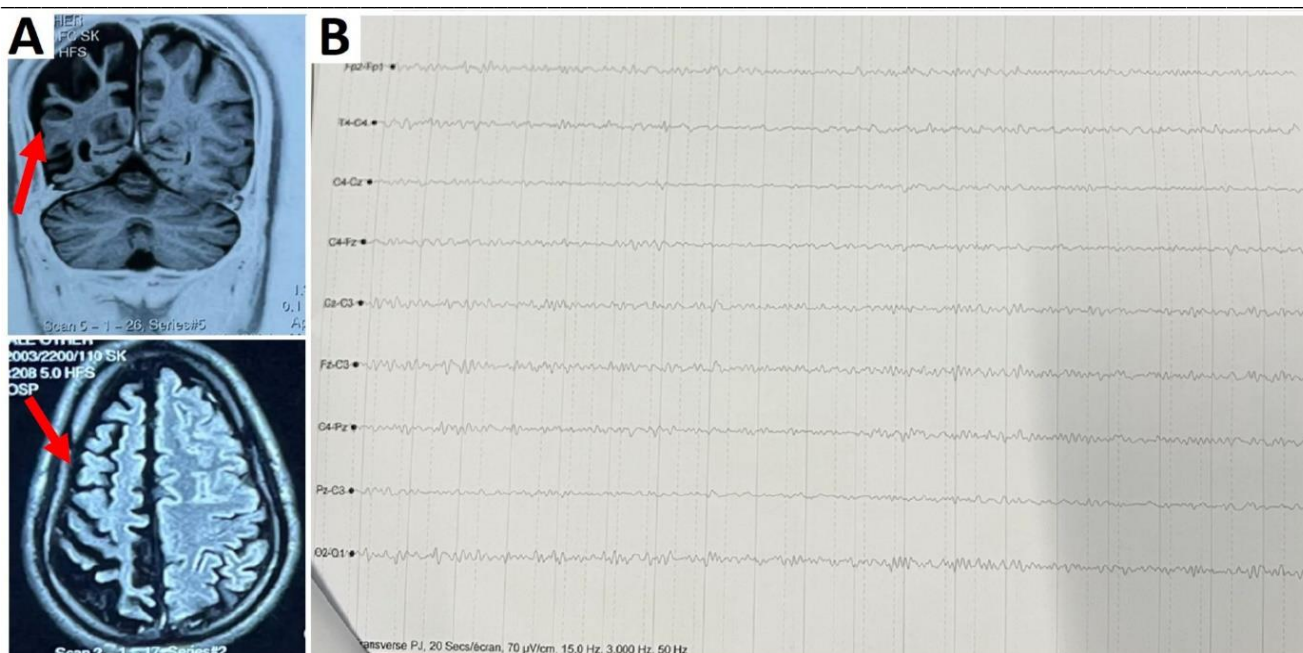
Aspects radiologiques et électroencéphalographiques du patient 2: (A) Image de l'IRM cérébrale montrant une hémiparésie cérébrale droite, (B) Tracé EEG ne montrant pas d'anomalies.
